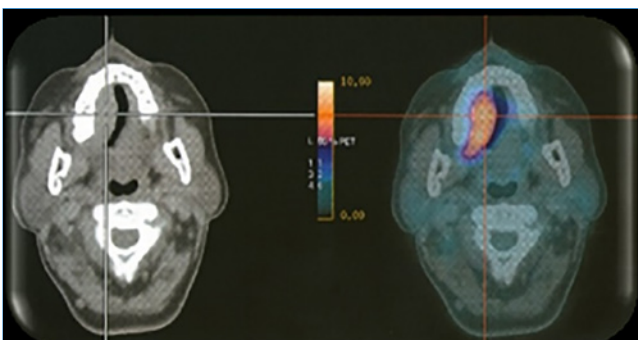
PET/CT evidenciando: a: lesão no palato, com acentuado aumento de metabolismo.
